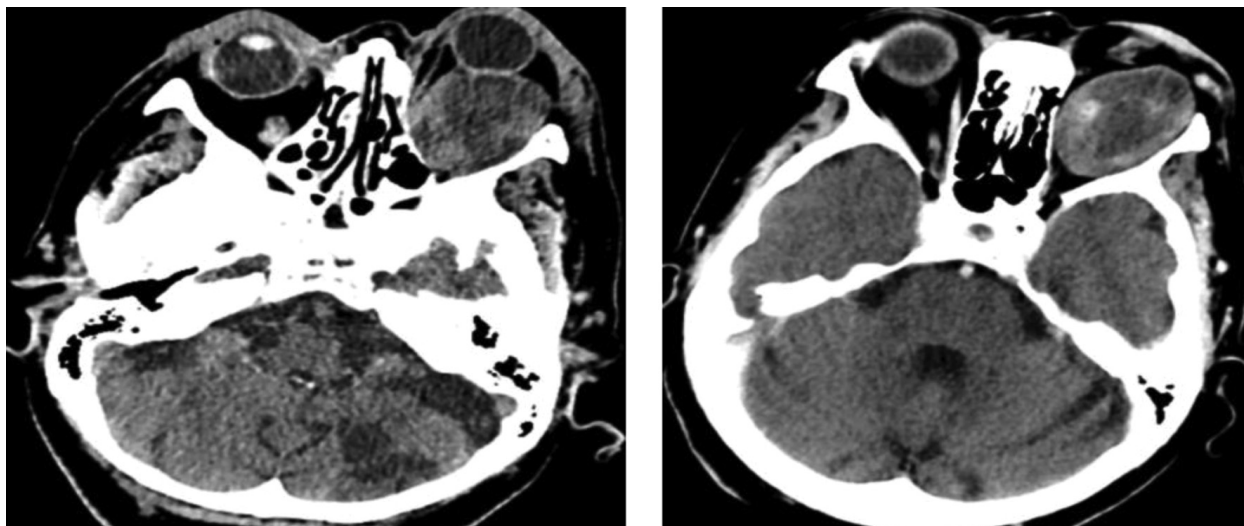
Интраорбитальная нейрофиброма. КТ.
